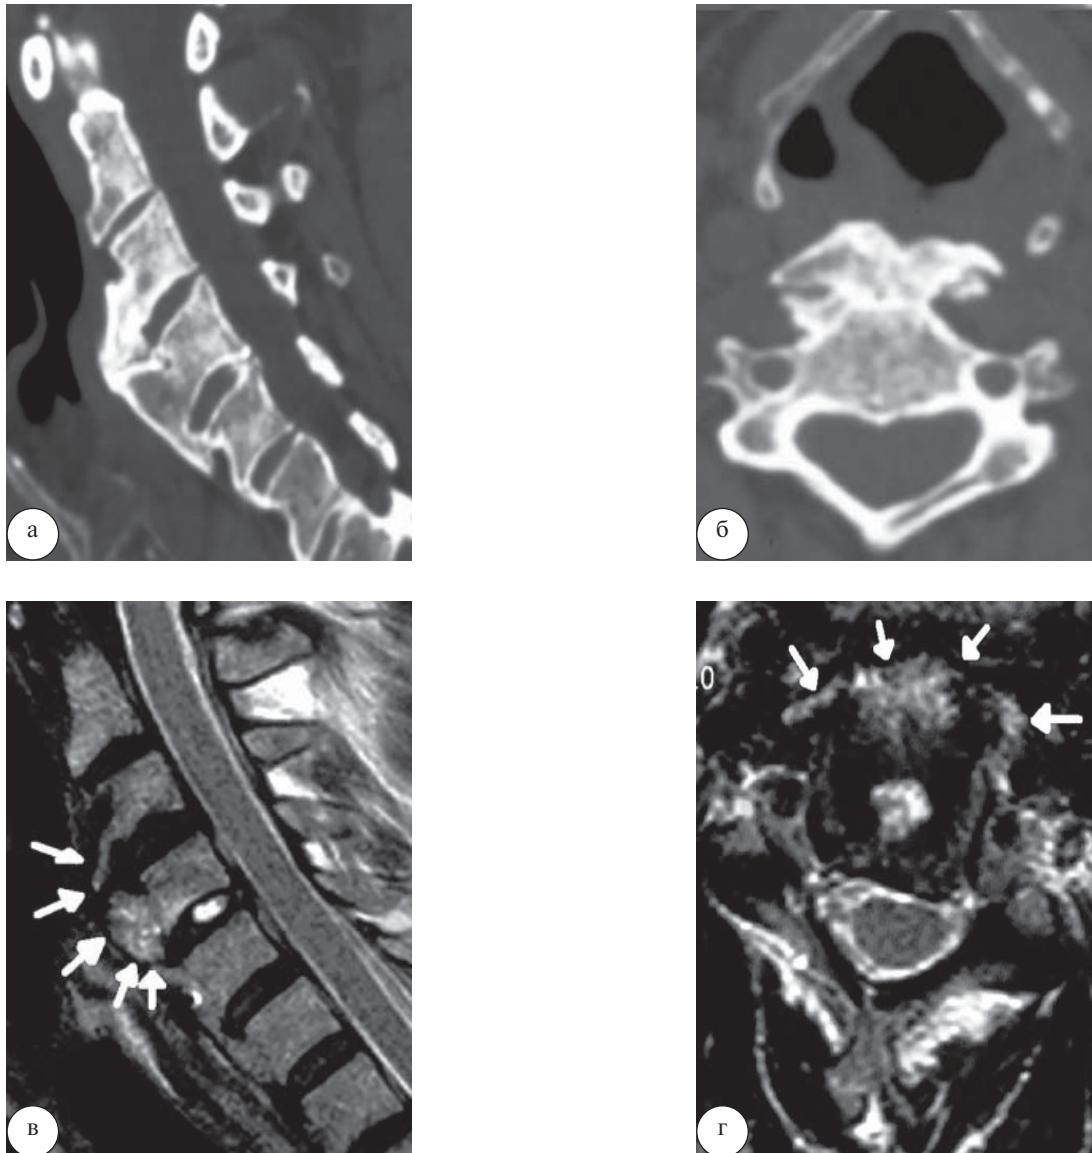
Предоперационные данные КТ (а, б) и МРТ (в, г) шейного отдела позвоночника. Гиперостоз передней продольной связки на уровне C_{III}, C_{IV} и C_V позвонков (указан стрелками)
